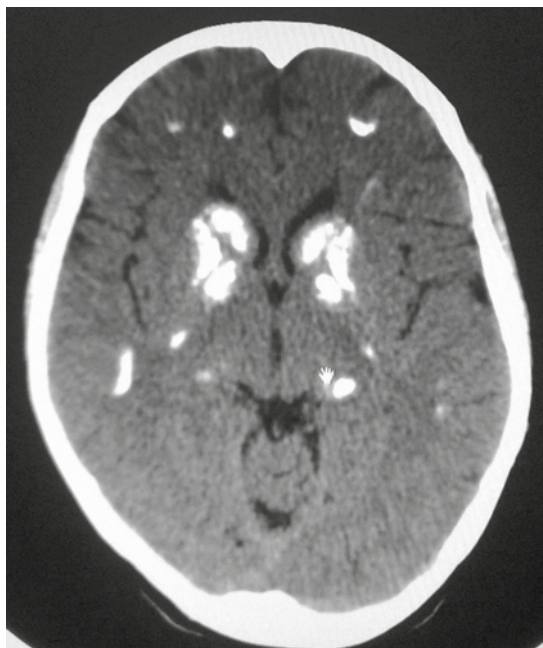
Tomografía simple de cráneo que muestra calcificaciones distróficas en los ganglios basales y el parénquima cerebral.
